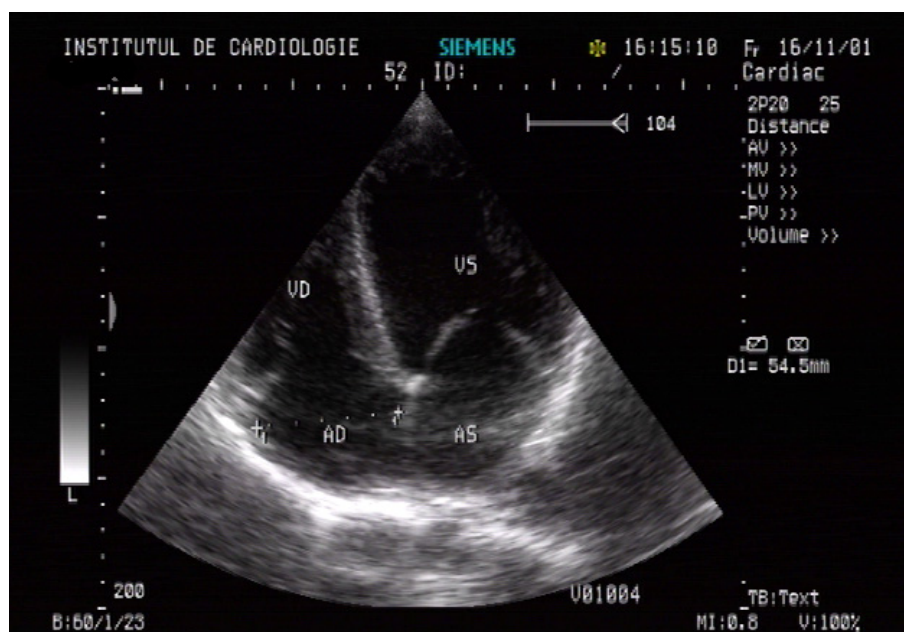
Aprecierea ecocardiografică a diametrelor camerelor cordului
